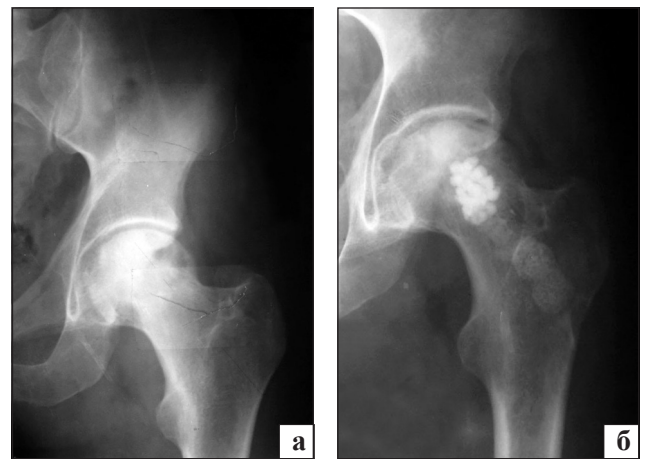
Фотовідбитки рентгенограм лівого кульшового суглоба хворого Г., 38 р.: а) до операції; б) через 10 років після операції
